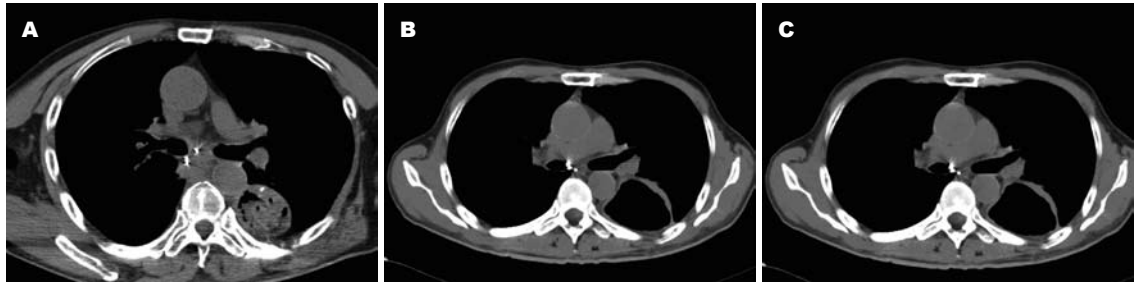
CT示某患者食管癌术后病灶的变化. A: 姑息性切除术后中植入粒子1 wk; B: 3 mo后病灶渐消失; C: 1年后病灶与前片比较基本无变化.
